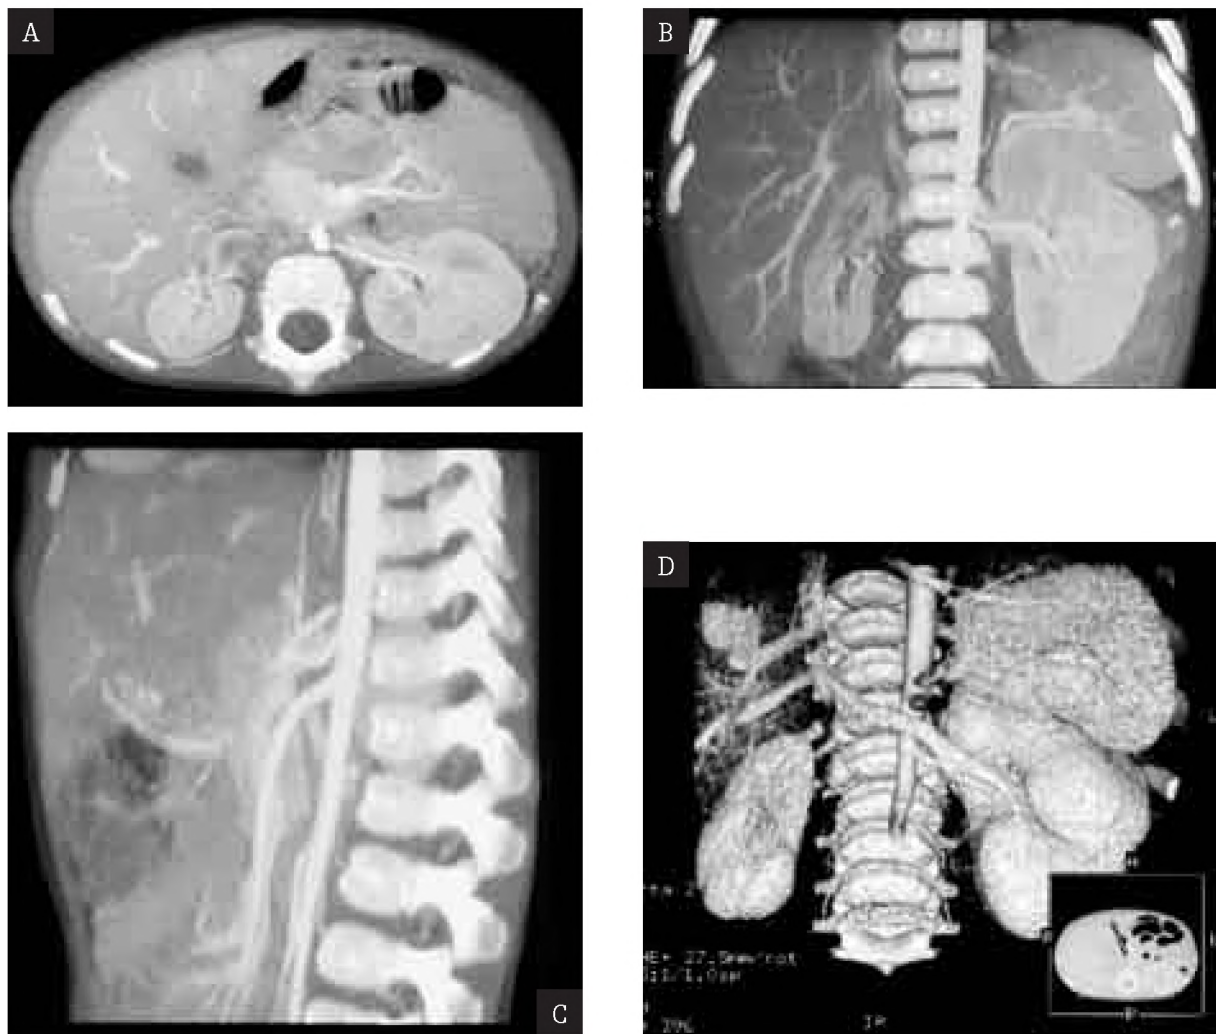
Angio-CT: renal arteriogram shows critic stenosis of the right renal artery and compressed renal vein.
